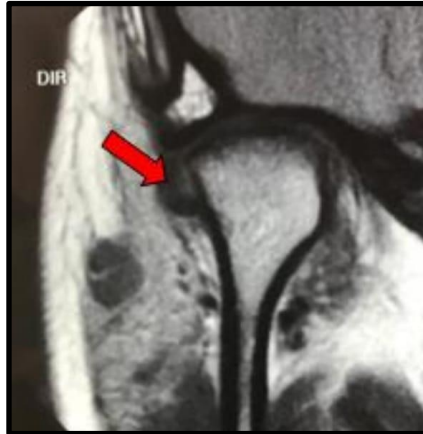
RM mostrando DD lateral (seta vermelha) num corte coronal.
